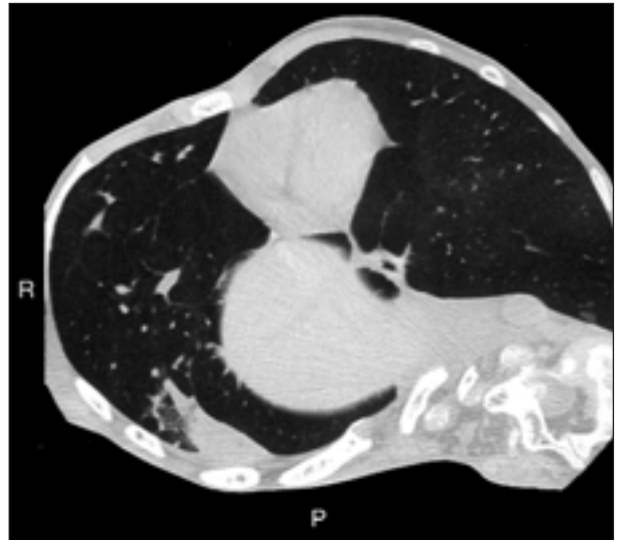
TAC de tórax: quistes pulmonares en lóbulos inferiores.
